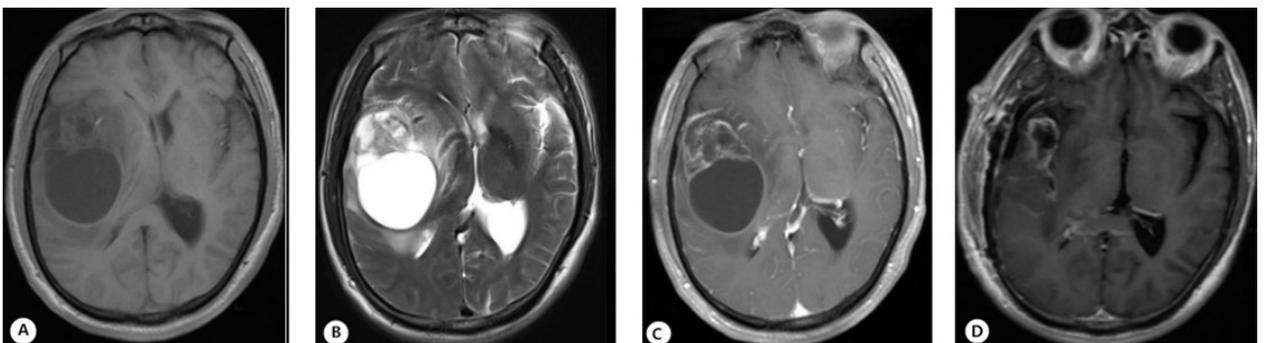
右侧颞叶巨细胞胶质母细胞瘤手术前后 MRI 表现
